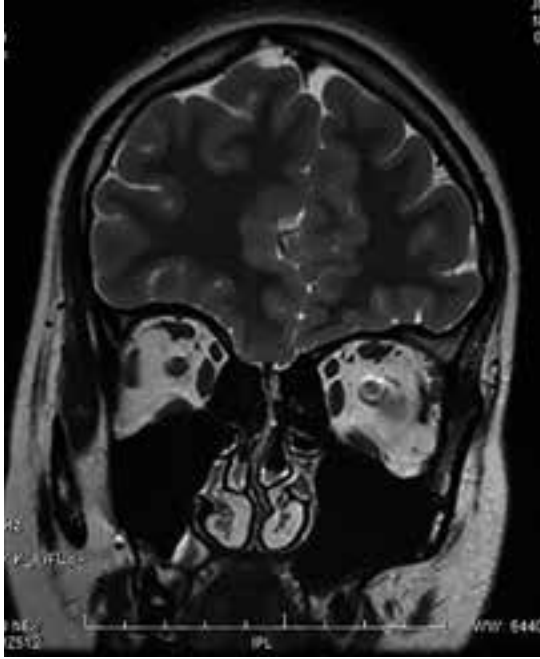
Aplasia dos olfativos (por RM).
